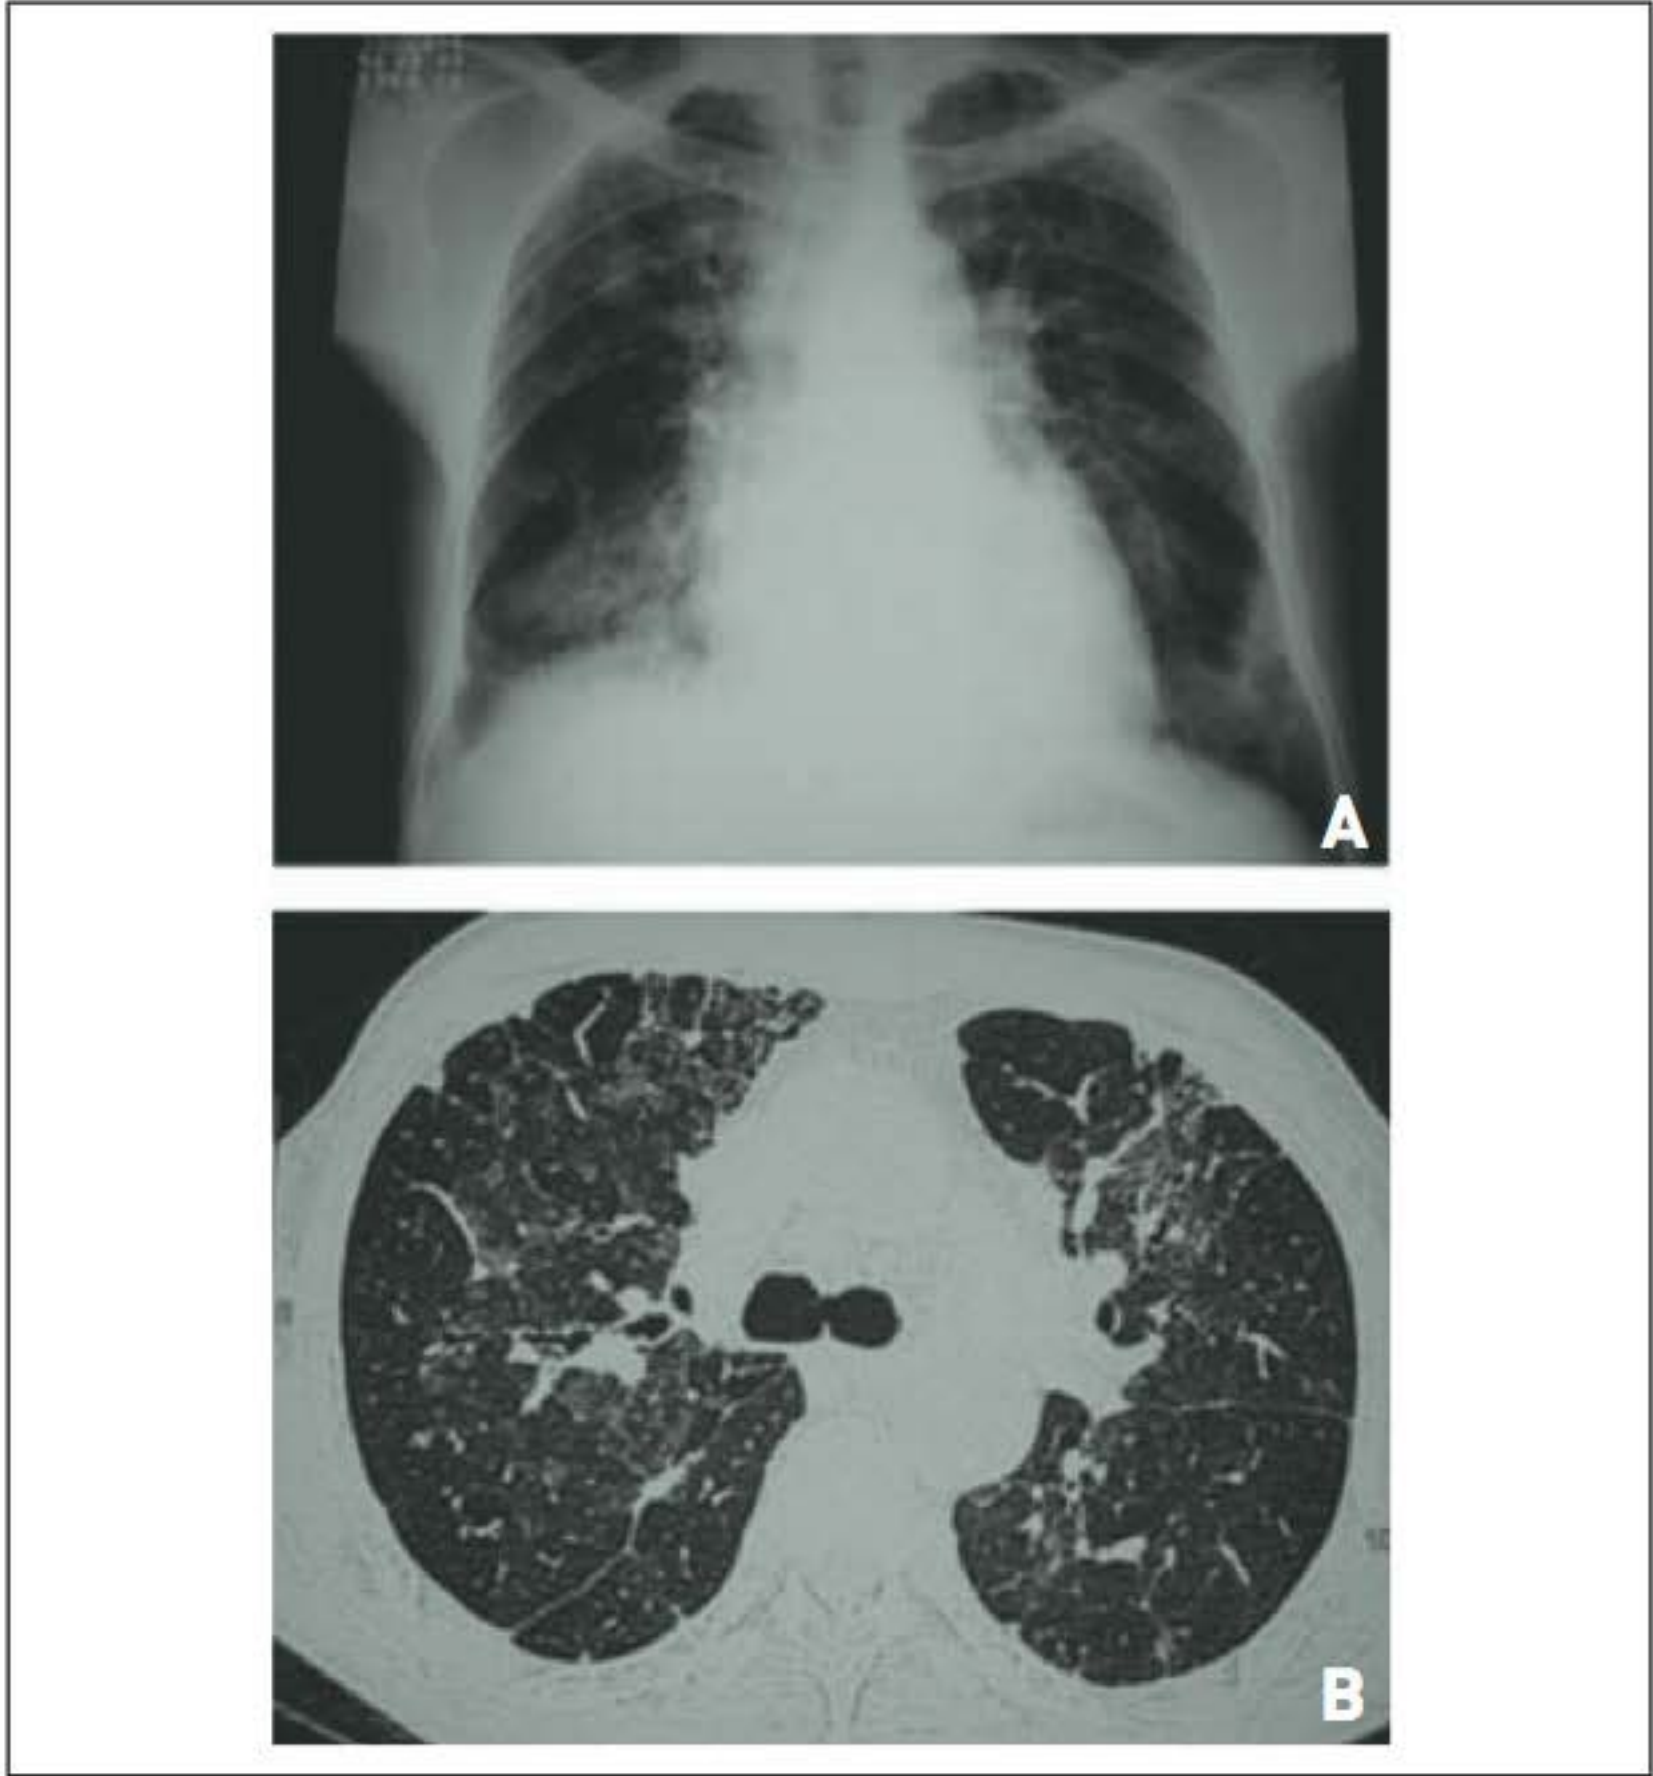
Exames de imagem de um paciente com pneumonite por hipersensibilidade crônica (bagaçose). (A) Radiografia de tórax com opacidades nodulares em lobos superiores, infiltrado intersticial bilateral principalmente em lobos inferiores e lobo médio; (B) Opacidades em vidro fosco, opacidades nodulares subpleurais e bronquiolectasias.
